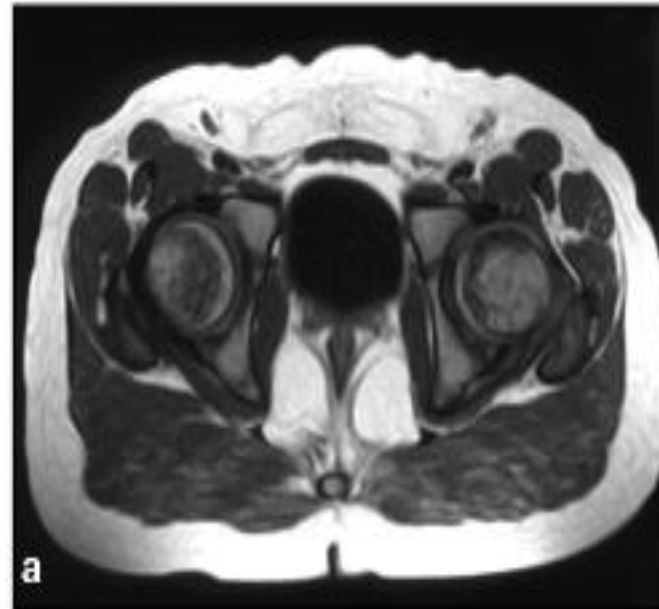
МР-томограммы мочевого пузыря в аксиальной плоскости: а) T1-ВИ; б) T2-ВИ
